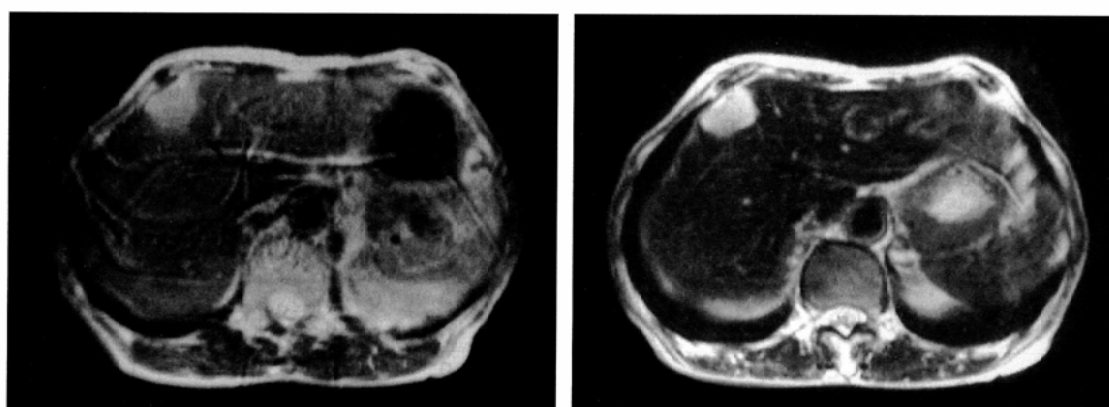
A 63-year-old woman with liver metastasis from lung carcinoma. A: Pre-contrast T2 weighted Turbo Spin Echo MR image (TR/TE/excitations=4001/90/1, ETL=33) delineated the lesion in the left medial segment. B: Post-contrast T2 weighted Turbo Spin Echo MR image. After administration of 8 μ mol Fe/kg of SH U 555 A, the signal intensity of liver parenchyma decreased sufficiently, and the border of the lesion was clearly delineated.
